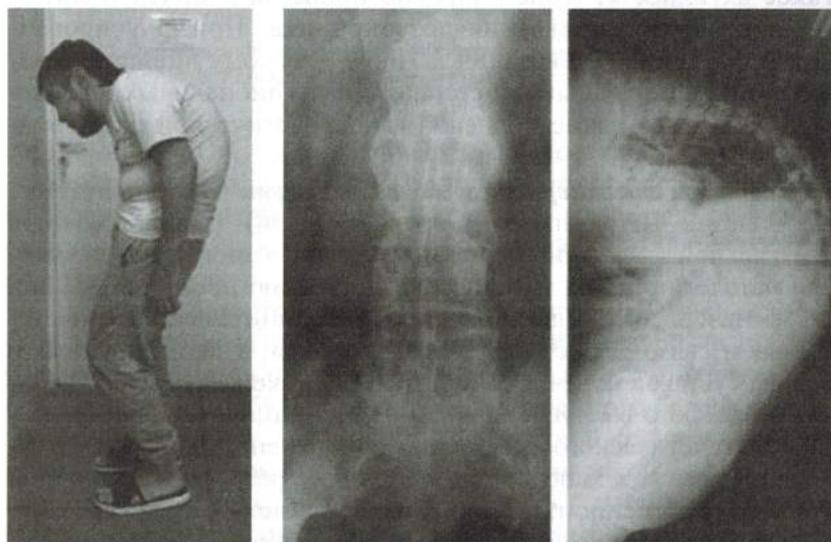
Внешний вид больного и рентгенограммы позвоночника при болезни Бехтерева
